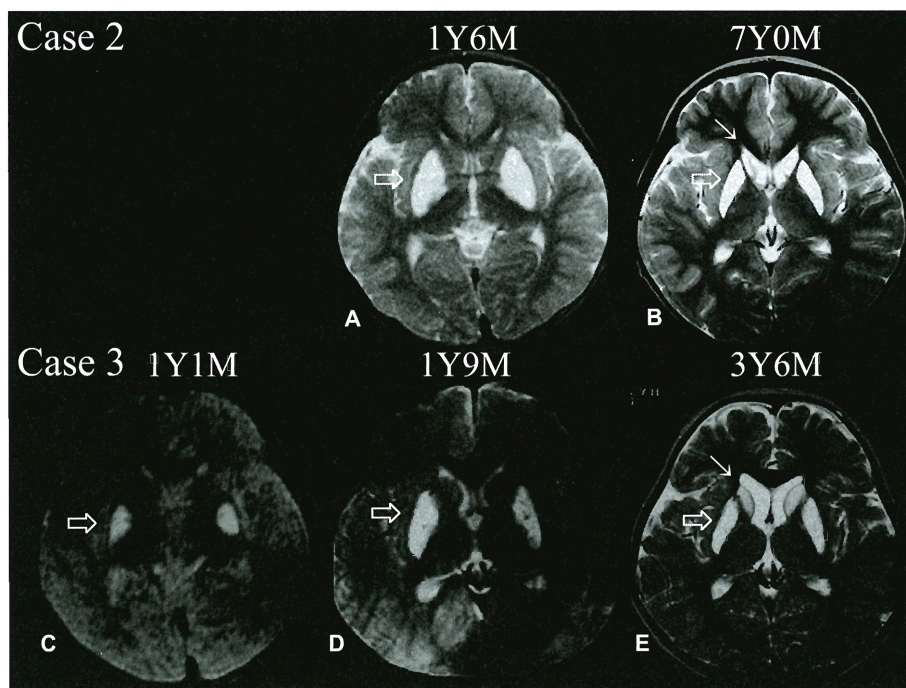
MRI of Cases 2 and 3
